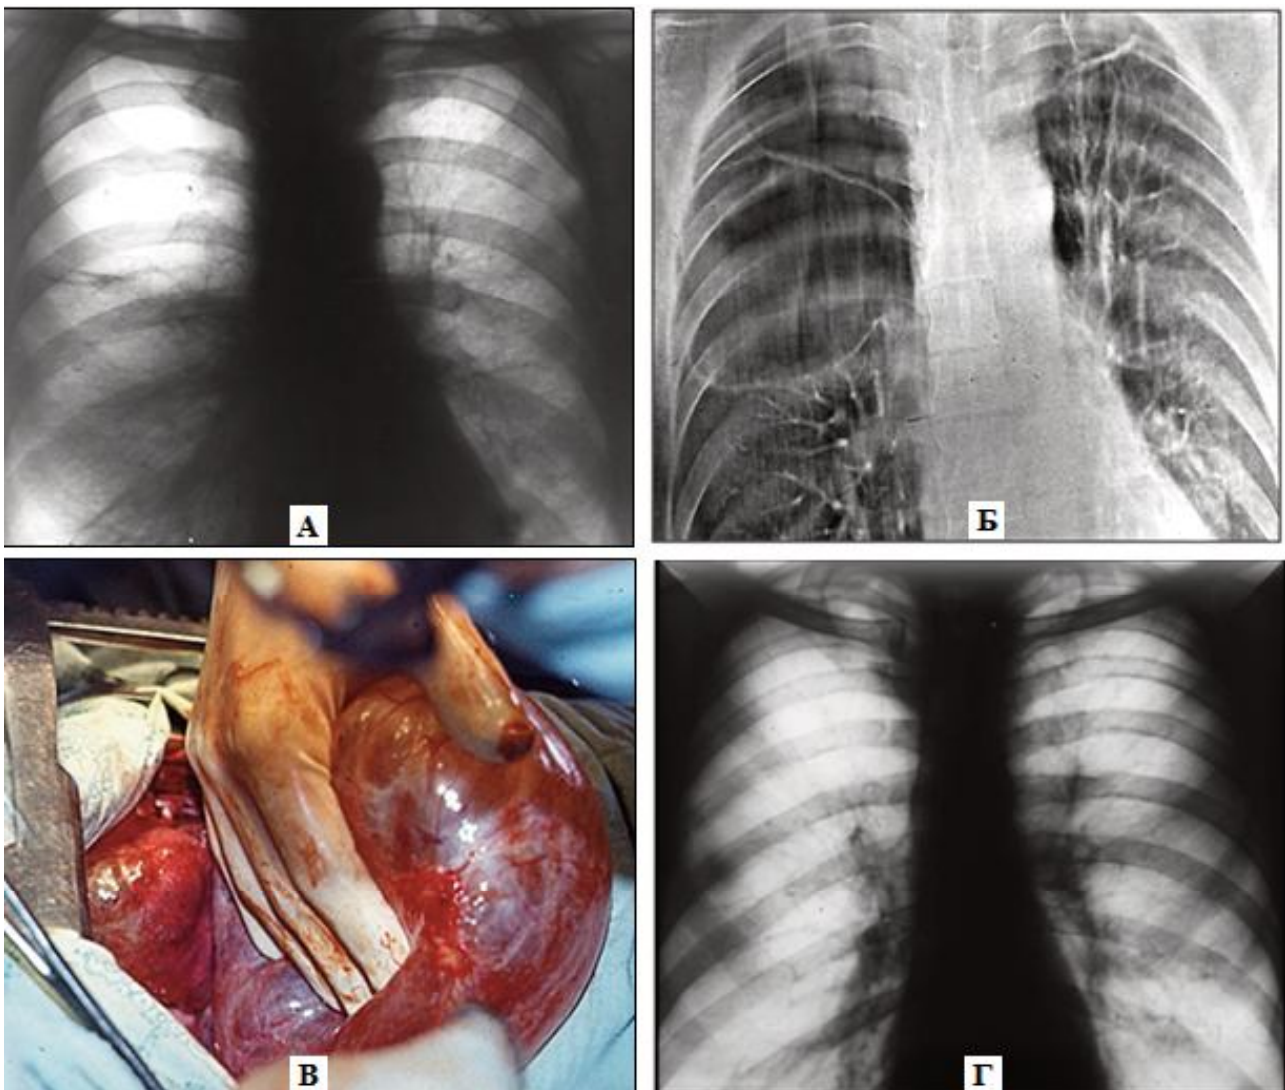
Пациент Б., 38 лет. Прогрессирующая легочная дистрофия, гигантские буллы, преимущественно в верхней доле правого легкого. А – обзорная рентгенограмма – просветление в верхней доле правого легкого без четких очертаний, компрессия прилежащих отделов легких. Б – электрорентгенотомограмма, выполнен линейный срез задних отделов легких. В верхней доле правого легкого видны тонкостенные гигантские воздушные полости, стенки которых образуют острые углы с контурами грудной стенки, что позволяет исключить пневмоторакс. В – фрагмент операции (редукции объема); видны гигантские тонкостенные буллы, которые удалены. Г – обзорная рентгенограмма через 3 недели после операции – восстановление структур легких и их полноценной вентиляции.
